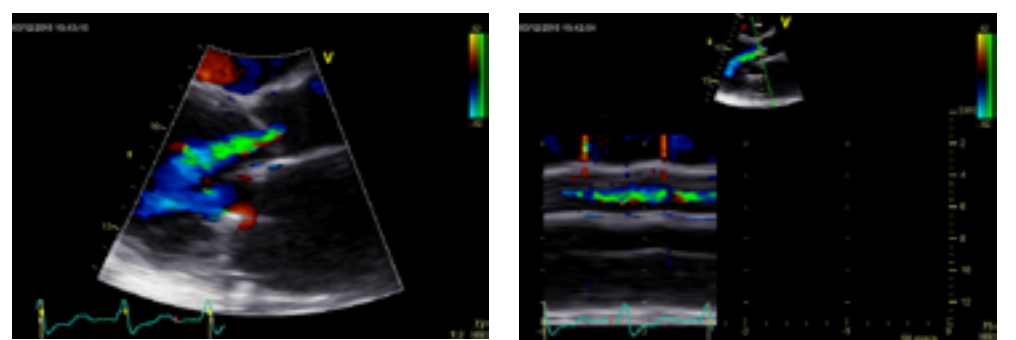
Imagine parasternal color și mod M de insuficiență aortică la o valvă fuzionată incomplet. Se observă refluxul diastolic cât și sistolic, continuu conform gradientului presional dinspre aortă (unde presiunea mare este dată de sângele mobilizat de LVAD prin canula de eflux) spre VS (unde presiunea este mică prin absorbția sângelui de către LVAD).
